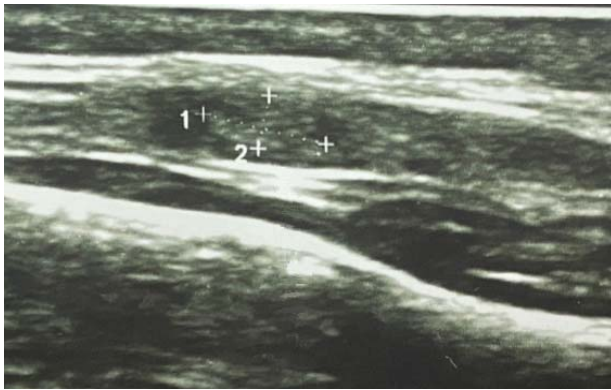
УЗИ мягких тканей левой височной области от 18.02.2022: определяется спиралевидная структура, которая не описана в исследовании специалистом ультразвуковой диагностики
